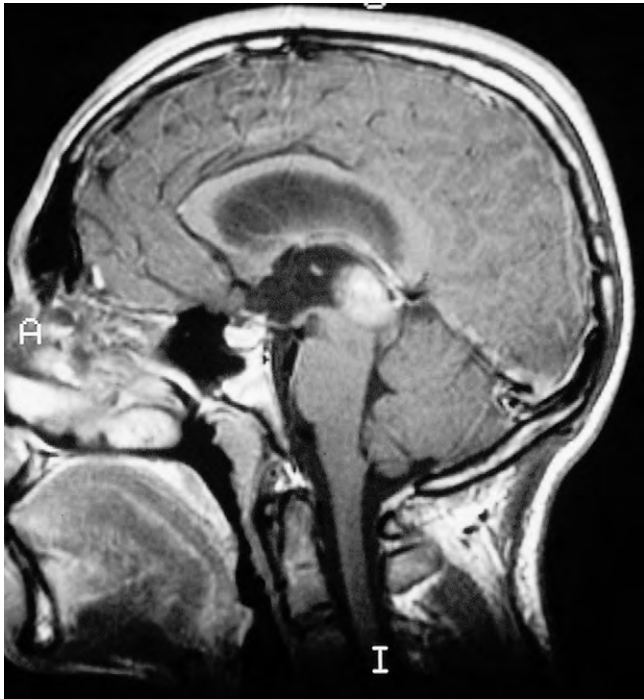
La imagen sagital de RM muestra un pinealoma y dilatación del tercer ventrículo.
